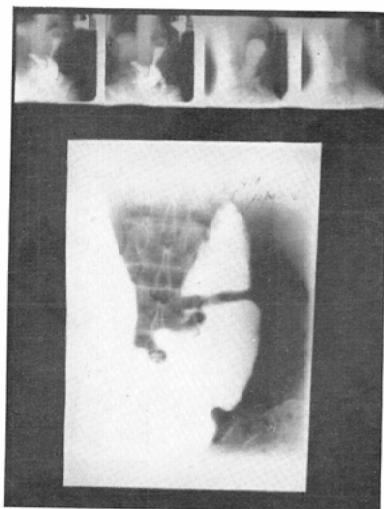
Case 3. deformity of antrum (over miniature. under, routine X-ray)
